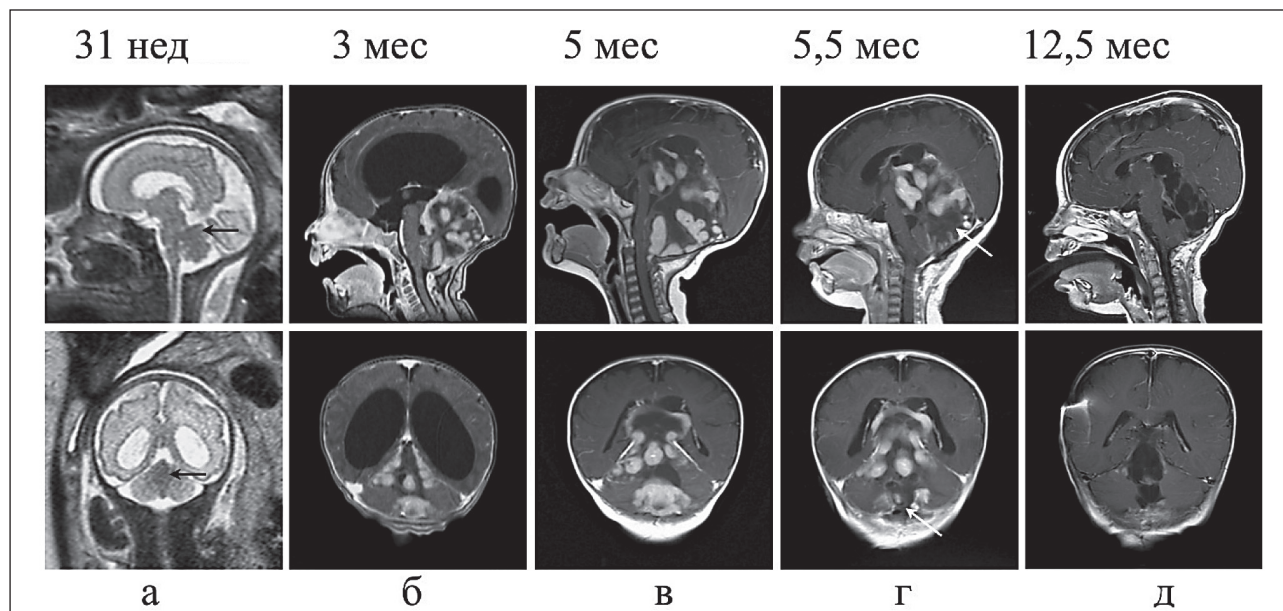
Пре- и постнатальные МРТ головного мозга ребенка с врожденной медуллобластомой: а) T2-ВИ головного мозга на 31 нед гестационного развития. Опухоль мозжечка имеет слабо гипоинтенсивный сигнал, обозначенный стрелкой; б) T1-ВИ с контрастированием на 3 мес жизни ребенка. Гетерогенное контрастирование опухоли мозжечка с обструктивной гидроцефалией; в) T1-ВИ с контрастированием на 5 мес жизни ребенка. Увеличение супратенториального распространения опухоли. Редукция гидроцефалии после вентрикулоперитонеального шунтирования; г) T1-ВИ с контрастированием в 5,5 мес жизни ребенка после частичного удаления опухоли. Место резекции указано стрелкой; д) T1-ВИ с контрастированием в 12,5 мес жизни ребенка после 3 циклов химиотерапии по схеме HIT-SKK. Полная редукция контрастирования опухолевой ткани
